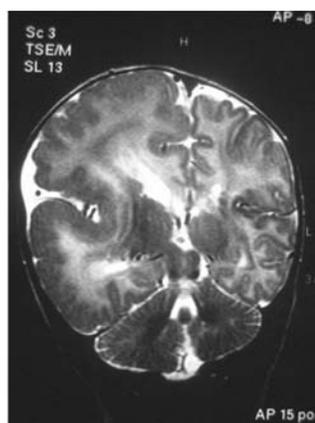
Resonancia magnética en secuencia T2 en corte coronal. Hemimegalencefalia derecha.
